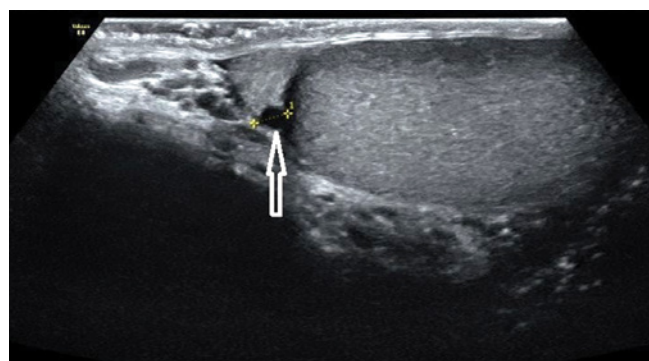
Niezapalne poszerzenie głowy i trzonu najądrza, w badaniu z użyciem dopplera mocy, pojedyncze segmenty naczyniowe w miększu jądra – obraz niedrożności nasieniowodu (strzałki)
